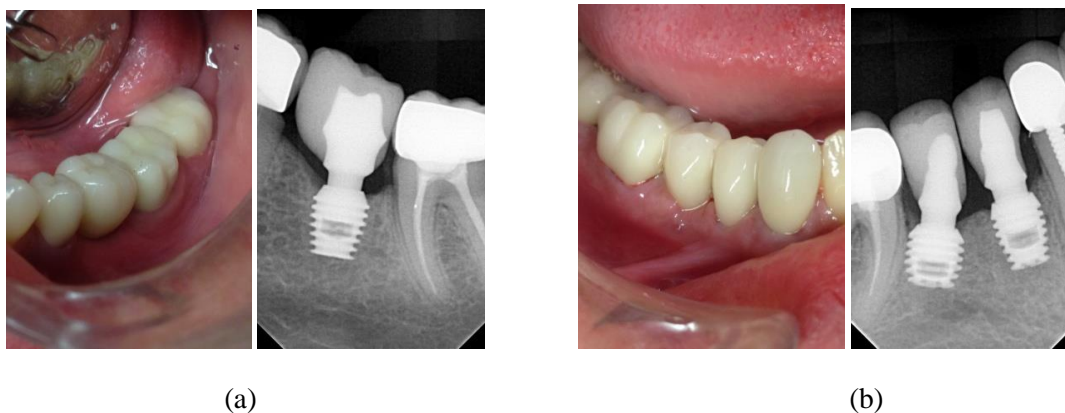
Pamje bukale dhe radiografi periapikale të Kurorave të Integruara me Kultin, dy javë pas aplikimit të tyre.
